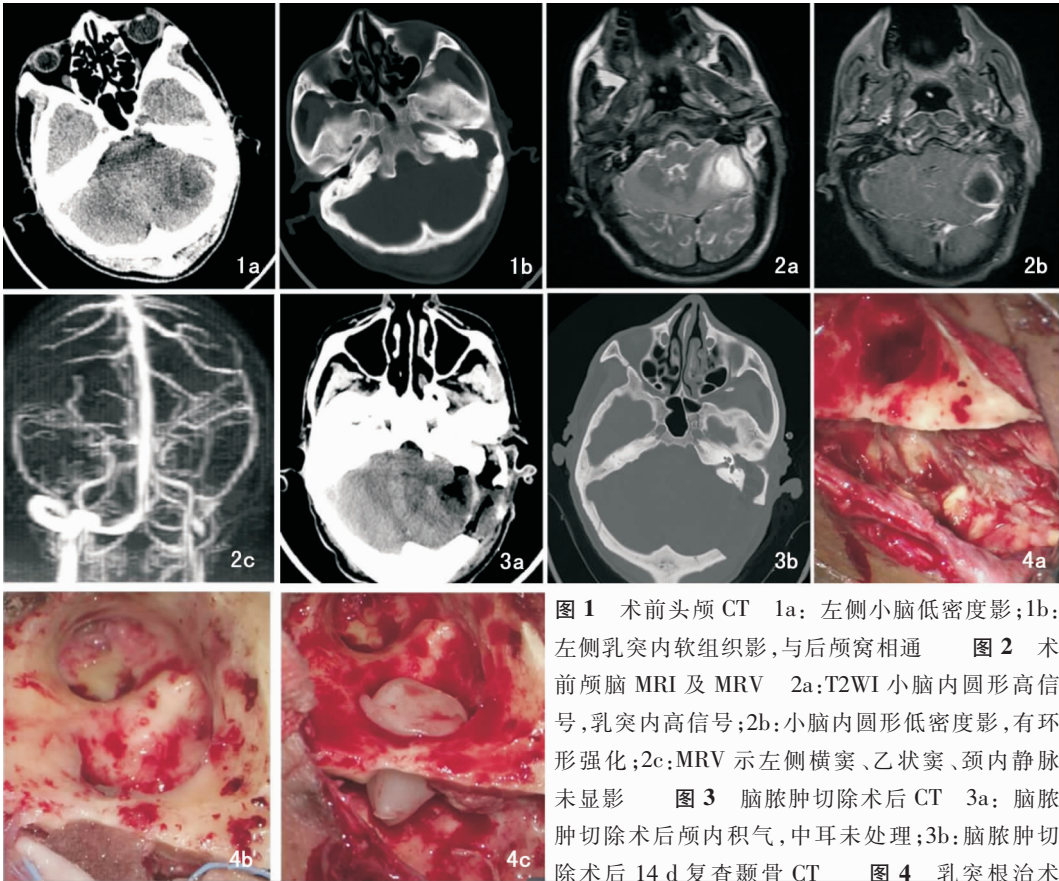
术前头颅 CT 1a: 左侧小脑低密度影;1b: 左侧乳突内软组织影,与后颅窝相通 图 2 术前颅脑 MRI 及 MRV 2a:T2WI 小脑内圆形高信号,乳突内高信号;2b:小脑内圆形低密度影,有环形强化;2c:MRV 示左侧横窦、乙状窦、颈内静脉未显影 图 3 脑脓肿切除术后 CT 3a: 脑脓肿切除术后颅内积气,中耳未处理;3b: 脑脓肿切除术后 14 d 复查颞骨 CT 图 4 乳突根治术中情况 4a:左侧小脑脓肿术腔;4b:颞骨次全切术腔;4c:乳突腔与后颅窝相通的腔隙,用骨蜡封闭
